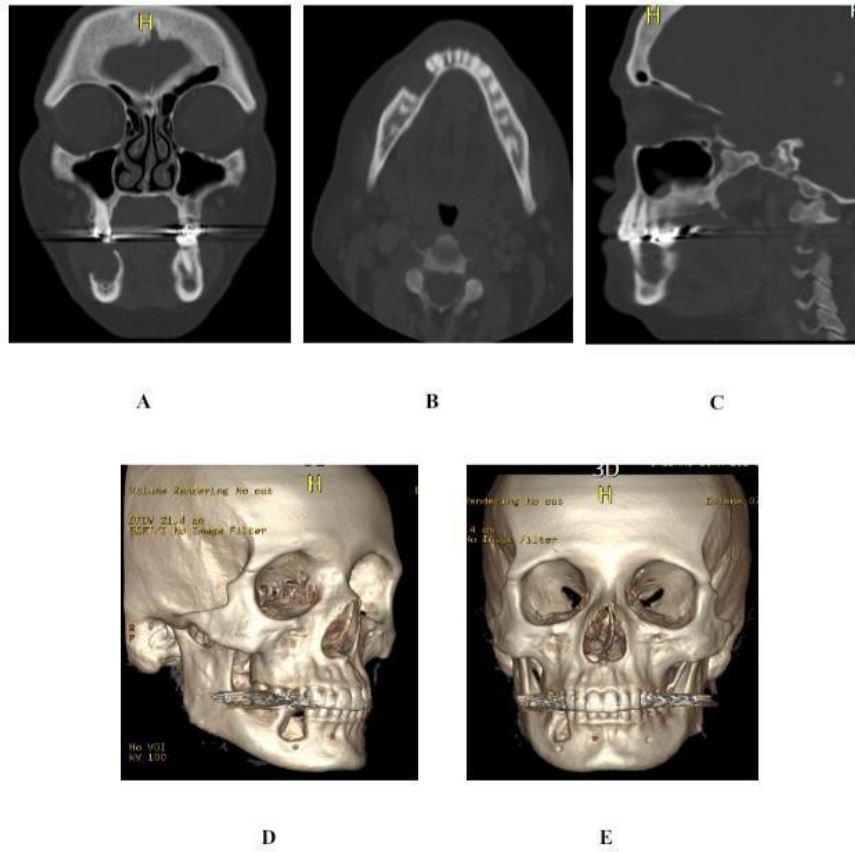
A, B y C: tomografía axial computarizada, postoperatorio inmediato. D y E: reconstrucción volumétrica, postoperatorio inmediato. Osteólisis completa de la tabla ósea vestibular y osteólisis parcial de la tabla ósea lingual. Se evidencia canal del nervio alveolar inferior sin alteraciones.
